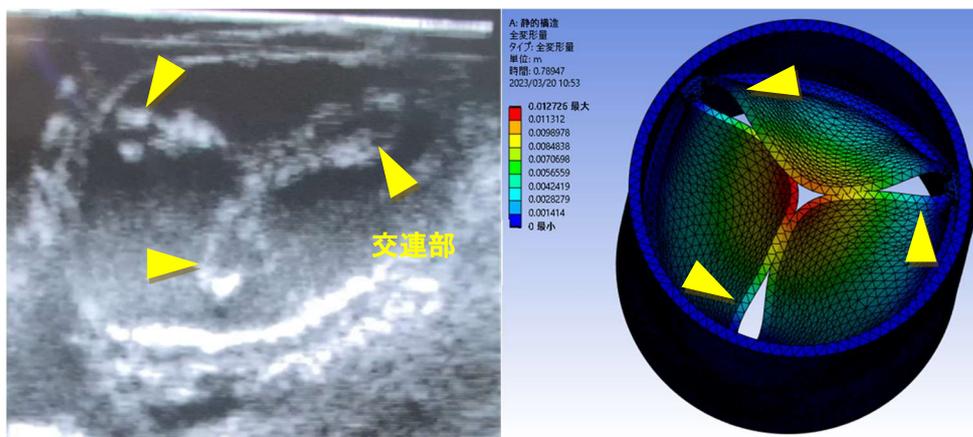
OPEN 型の閉鎖時エコー像(左)と計算機構造解析(右)
